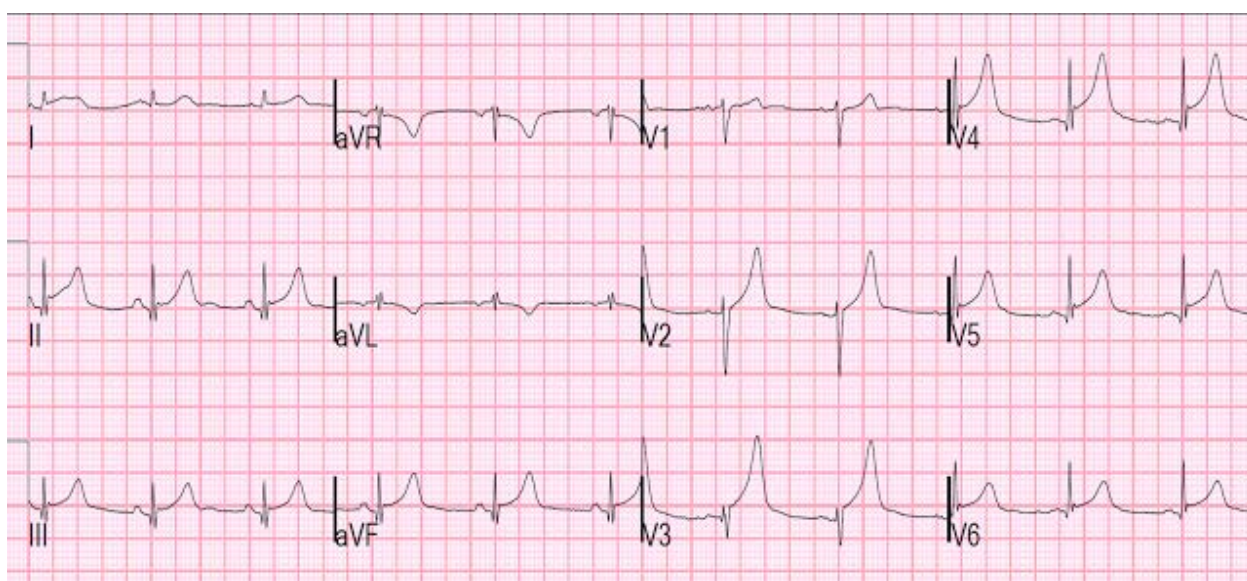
КТ. Элевация ST в грудных и нижних отведениях при кардиомиопатии Такоцубо
